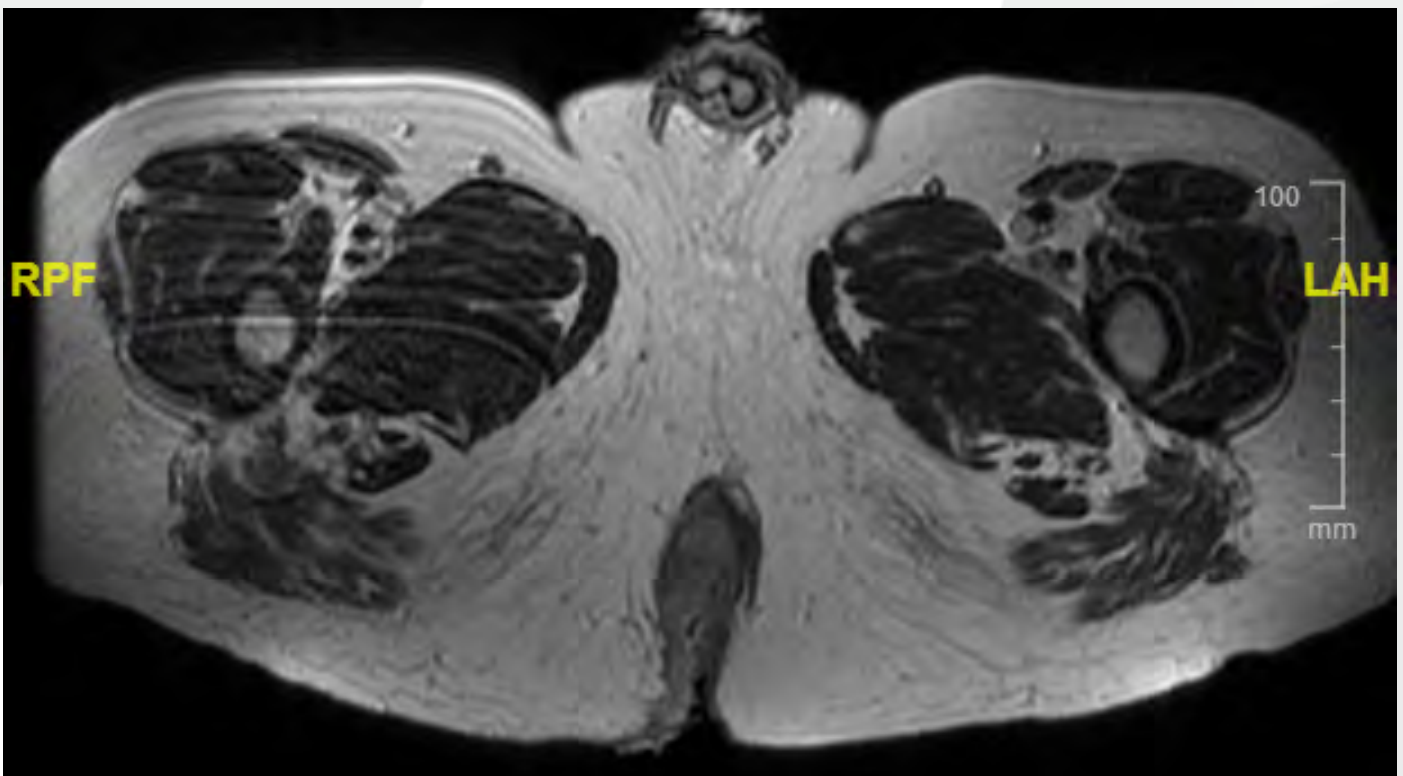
Imagen de RM donde se observa la neoplasia de canal anal.
